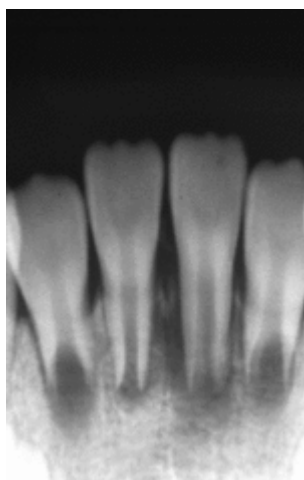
radiografia tirada 19 dias após a primeira consulta. Espessamento do ligamento periodontal teria aumentado (Iwaya, et al. 2011).
